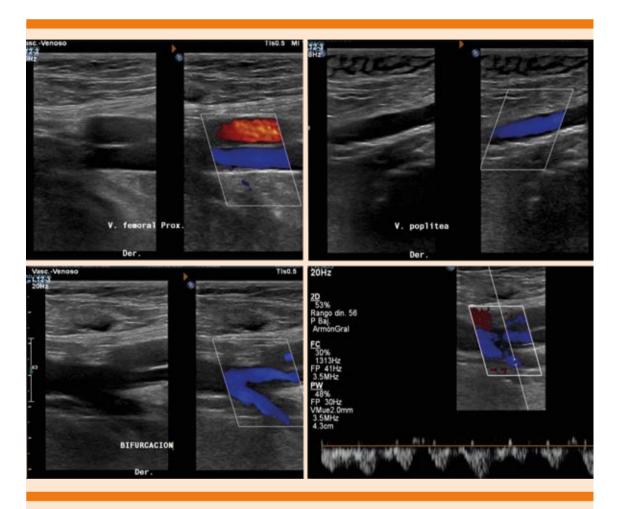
Ultrasonido Doppler del miembro pélvico derecho con permeabilidad del sistema venoso profundo, incluyendo la vena femoral proximal, poplítea, bifurcación y vena femoral profunda.
